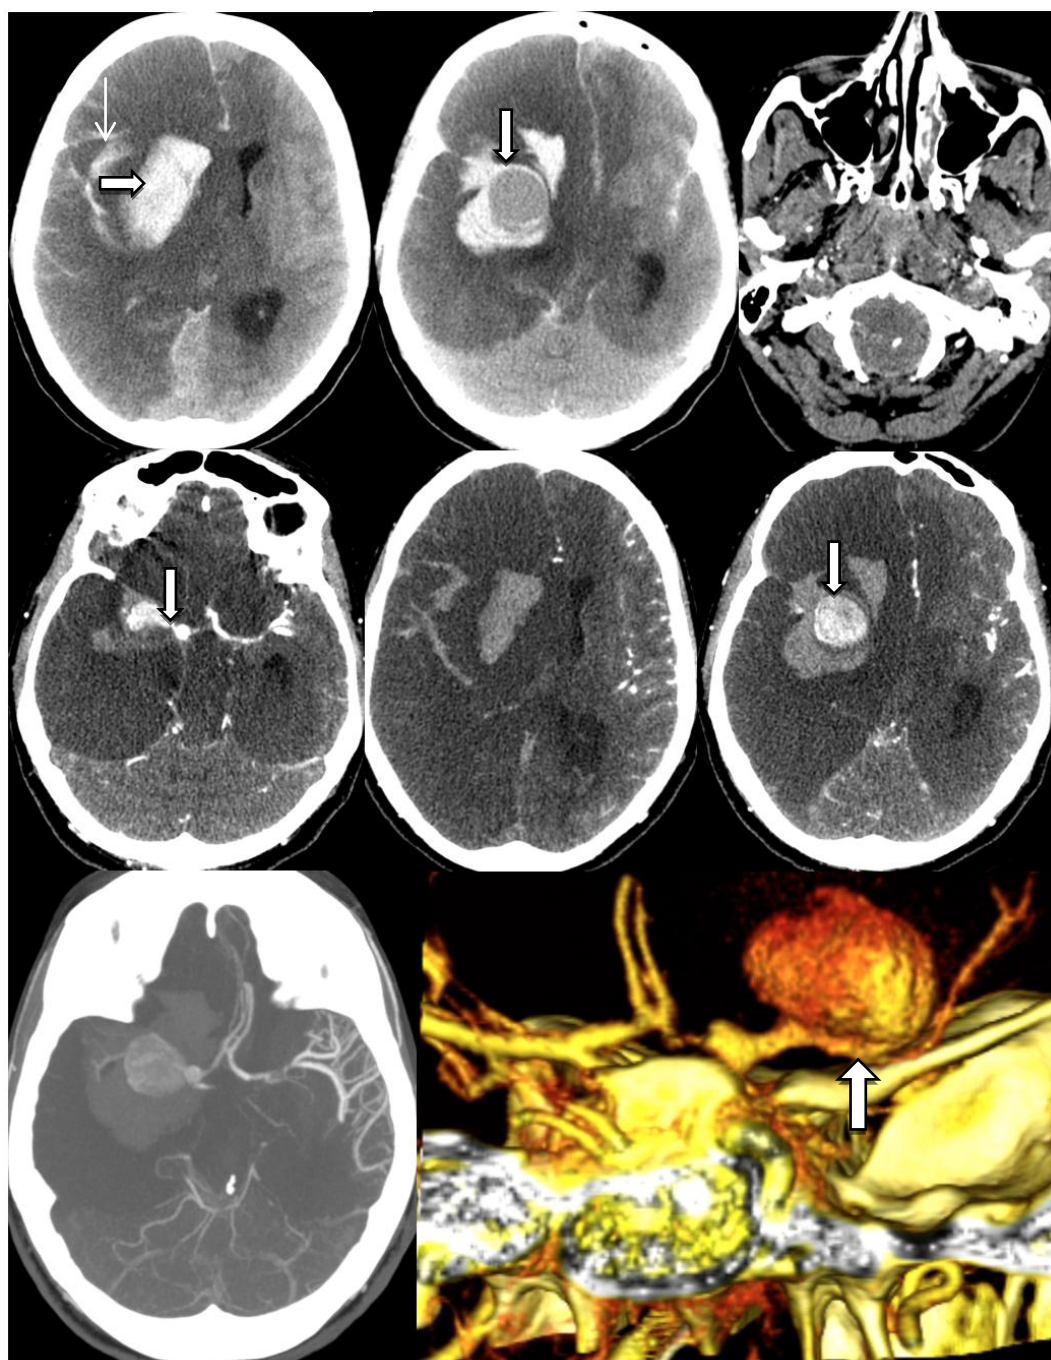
Femeie, 33 de ani. A, B – Tomografie computerizată non-contrast, hematom intracerebral acut (A, săgeata largă), hemoragie subarahnoidiană, gradul 4 după Fisher (A, săgeata îngustă), formațiune rotundă hipodensă la baza hematomului (B, săgeata). Edem cerebral global exprimat, deplasarea controlaterală a structurilor cerebrale medii. C, D, E, F – Imagini AngioCT axiale primare. Hernierea acută a amigdalelor cerebeloase prin foramen magnum cu angajarea trunchiului cerebral (C). Regiunea colului anevrismal pe imagini axiale se vizualizează foarte îngustă (D, săgeata), fapt care nu s-a confirmat pe imaginile RV-3D (H, săgeata). Anevrism gigant al arterei cerebrale medii pe dreapta (F, săgeata). G – AngioCT PIM, vizualizarea mai eficientă a sacului anevrismal și raportul cu hematomul adiacent. H – RV-3D, vizualizarea mai eficientă a colului larg anevrismal pe traiectul segmentului M1 al arterei cerebrale medii (H, săgeata) și raportului anevrismului cu vasul matern.
